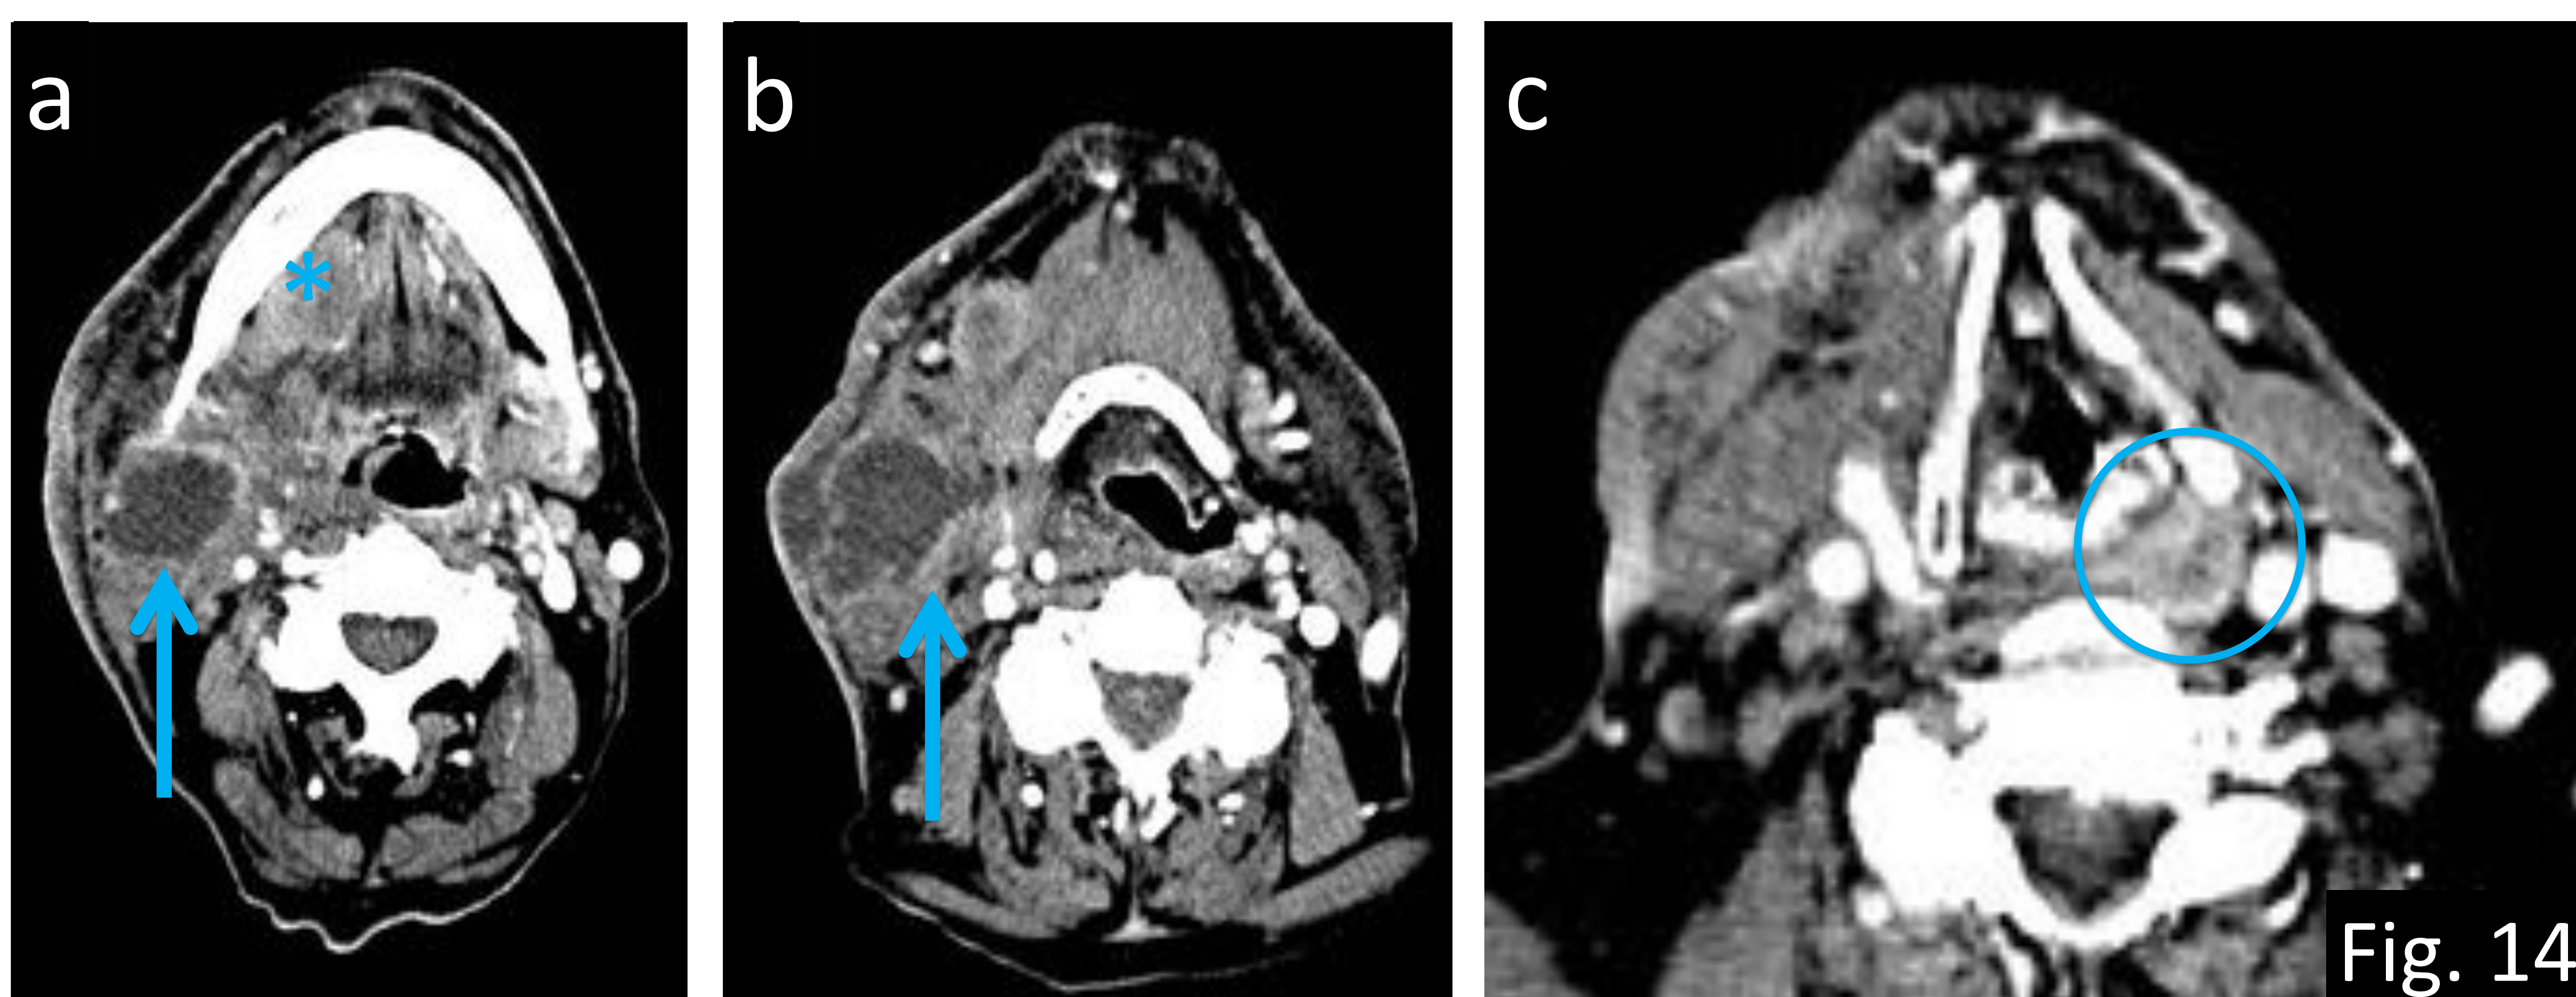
Ejemplo de error de percepción (búsqueda satisfactoria) en un paciente de 76 años con sospecha clínica de absceso cervical. a-b) TC axial con CIV donde se visualiza adenopatía necrótica cervical derecho (flecha azul) secundaria a un tumor de suelo de la boca derecho (asterisco azul). c) En un corte axial más caudal se visualiza un segundo tumor (círculo azul) que no fue visto por el radiólogo en un primer momento por no realizar una lectura sistemática tras el hallazgo de la patología sospechada.
